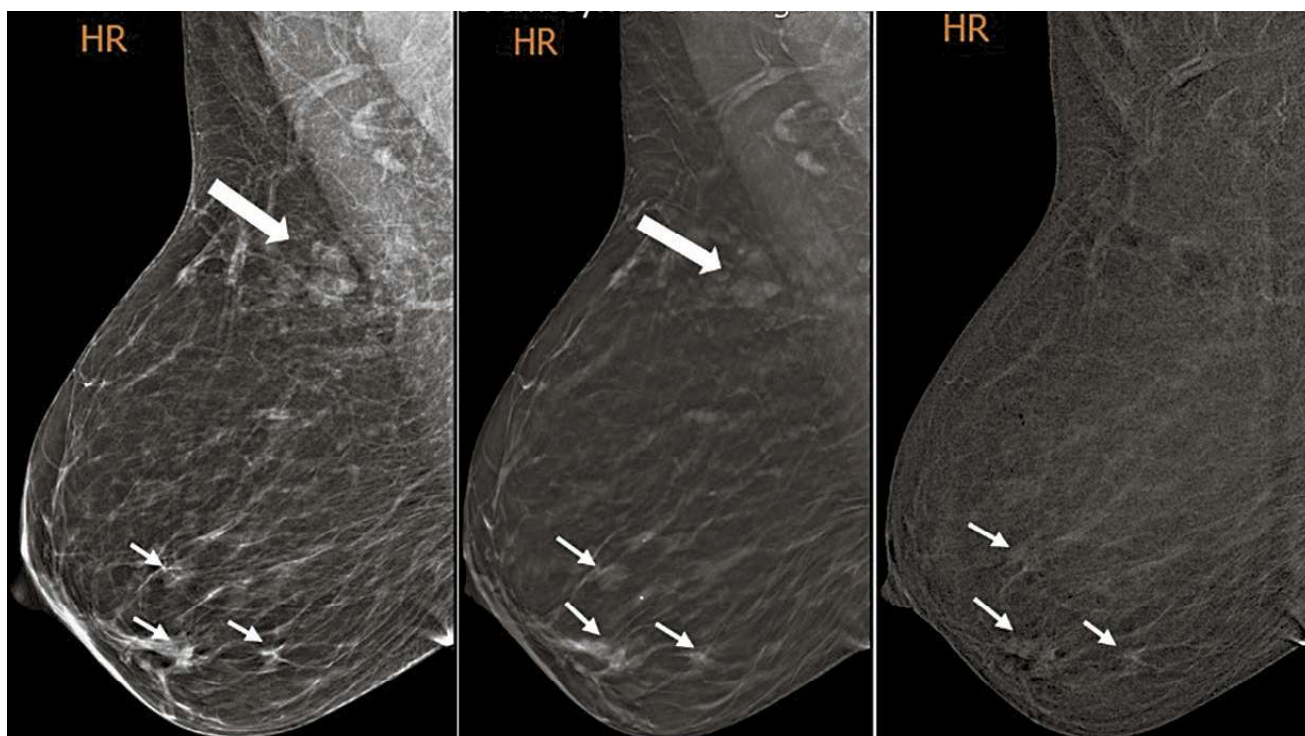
R-MLO проекція правої ГЗ: цифрова мамографія, мамографія з томосинтезом, СЕМ (зліва направо відповідно). Білими тонкими стрілками позначені осередки інвазивної карциноми з рентгенологічно підтвердженою гіперфіксацією контрасту при внутрішньовенному підсиленні. Білою широкою стрілкою позначена група кіст у верхньо-зовнішньому квадранті без ознак фіксації контрасту при внутрішньовенному підсиленні.
